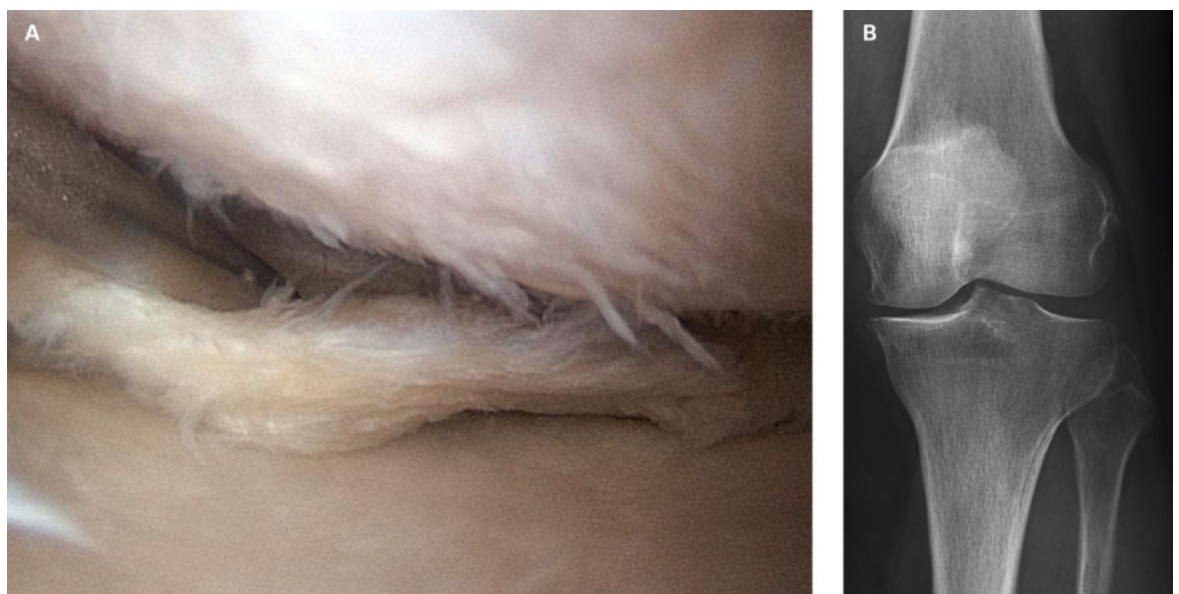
Lésion symptomatique dégénérative du ménisque médial chez une patiente de 68 ans. A) Arthroscopie: fissure en languette du ménisque médial, lésion cartilagineuse bien visible au niveau tibial et fémoral. B) Rétrécissement médial de l'interligne articulaire à la radiographie conventionnelle, sclérose sous-chondrale accrue et début de formation d'ostéophytes.
